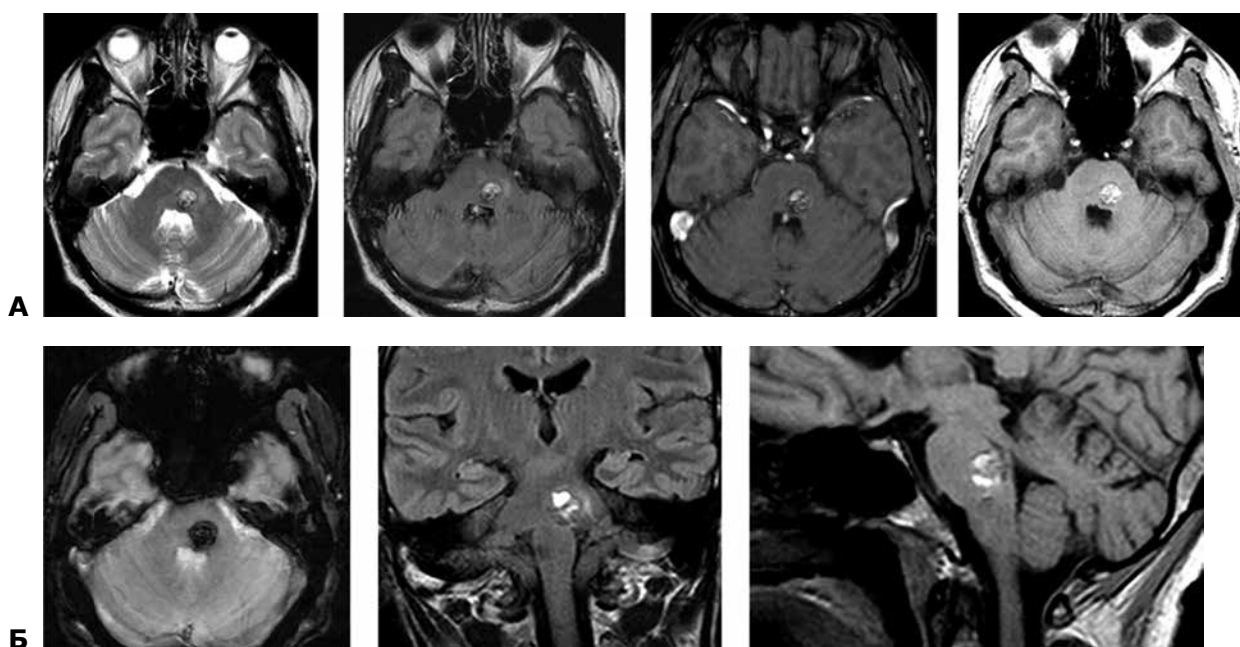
МРТ головного мозку пацієнта Г., режими Т2, Т1, FLAIR: А – аксіальні зрізи; Б – аксіальні, фронтальні та сагітальні зрізи
